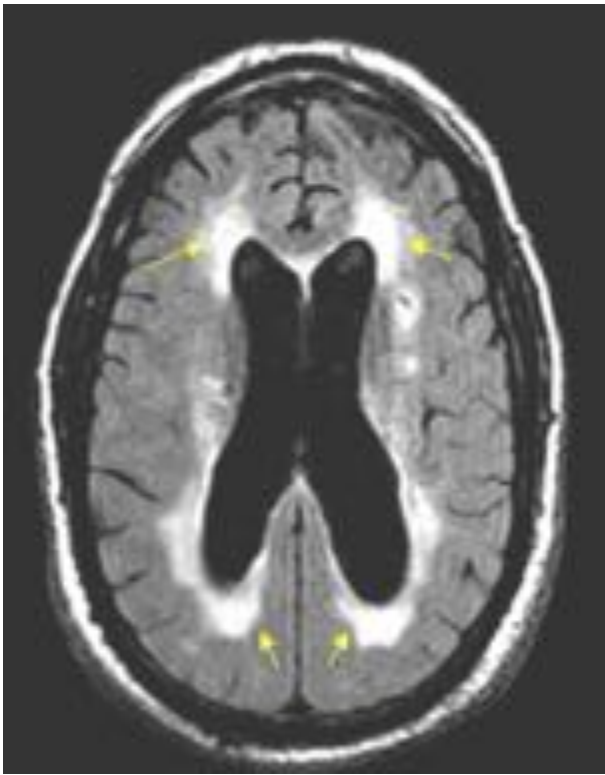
Lesiones periventriculares en secuencia FLAIR.
